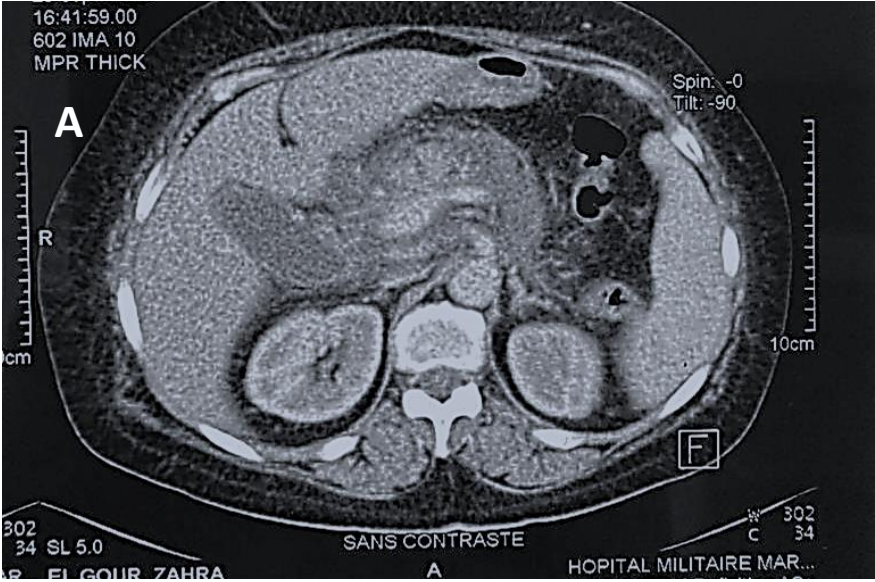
Coupes de TDM en faveur d'une PA stade E de Balthazar : pancréas augmenté de taille plus marqué au niveau de sa portion céphalique associé à une importante infiltration de la graisse péri-pancréatique et un épaissement des septas péri-rénaux (A), (B). Individualisation de coulées de nécrose au niveau de l'espace para-rénal droit et en arrière cavité des épiploons (C)
